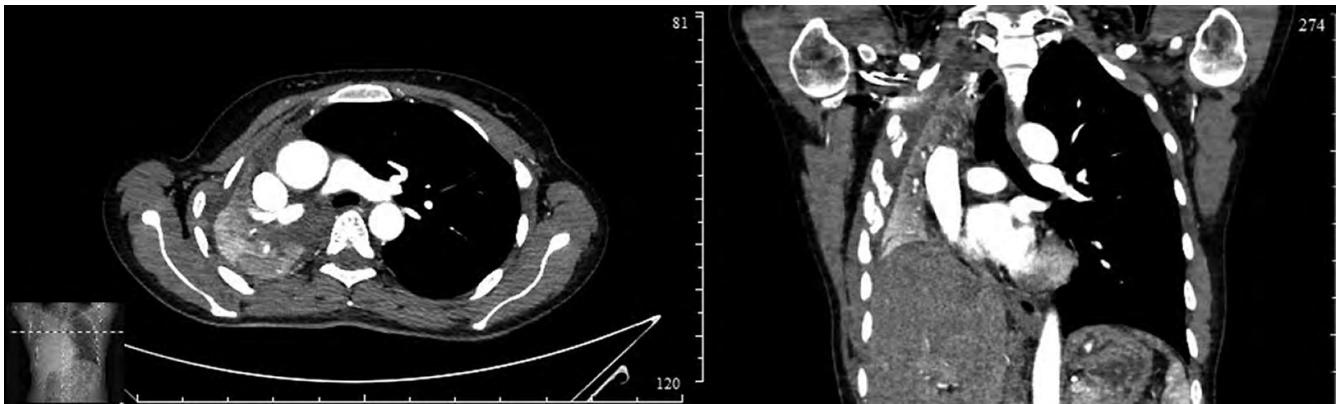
КТ грудной клетки с контрастированием. Смещение органов средостения вправо
